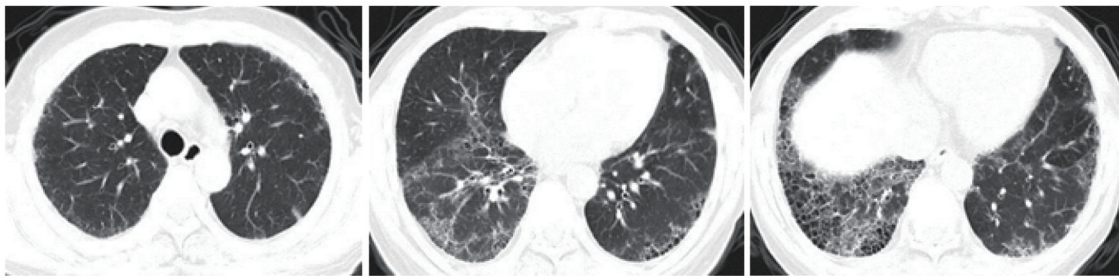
患者胸部CT示双肺多发磨玻璃淡片影，双肺下叶蜂窝网格影
